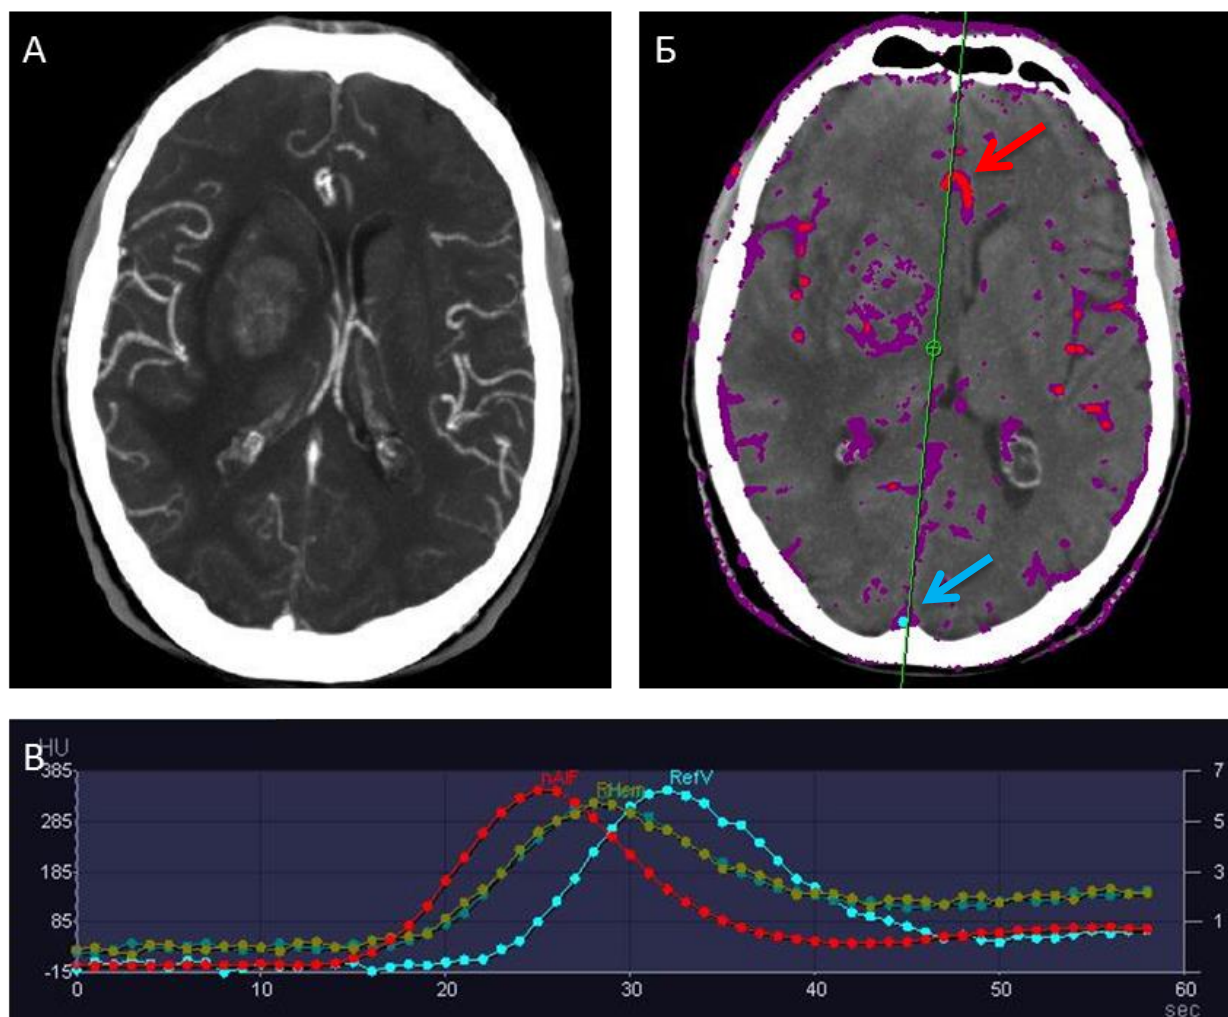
Автоматический выбор магистральных артерии и вены для построения карт КТ-перфузии: MIP (А), «автоматический» вариант выбора сосудов для анализа (Б). Time Attenuation Curves (ТАС) (В). Автоматически установленный маркер артерии (красная стрелка), маркер, установленный на вену (голубая стрелка)
